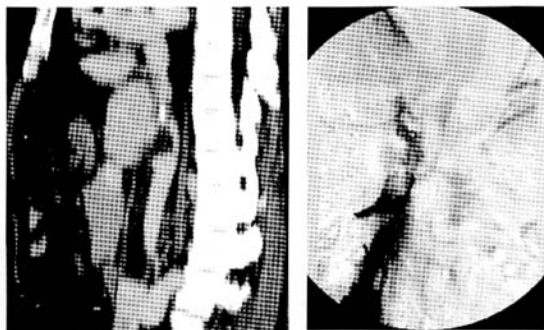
术前 CTA IVC 矢状位成像 图 2B IVC 正位造影显示 IVC 显示 IVC 闭塞并远端广泛血栓形成 完全梗阻并远端广泛血栓形成
